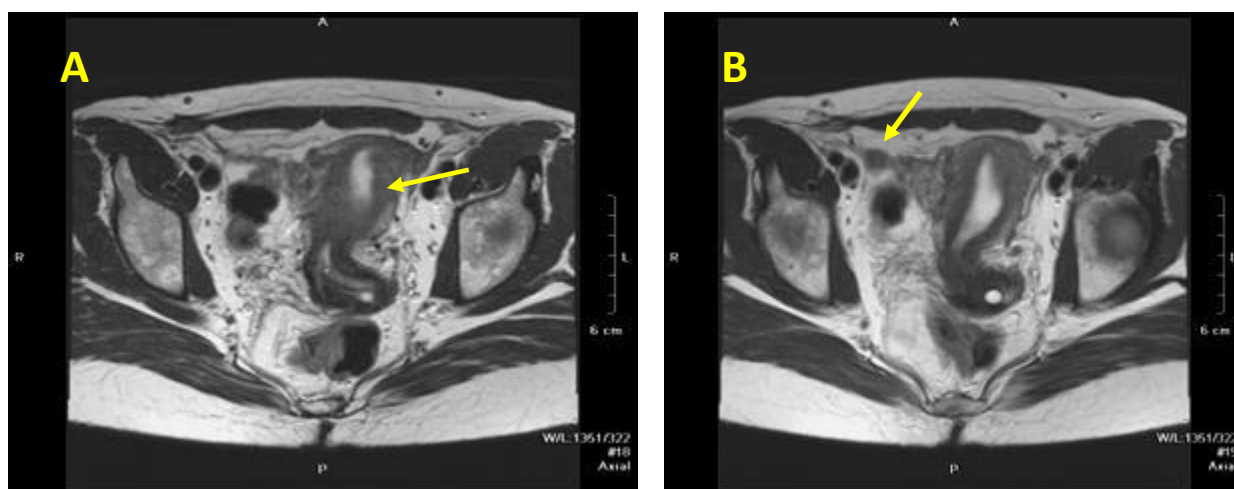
IRM, T2. UU poziționat paramedian pe stângă (A), cornul uterin rudimentar necavitar noncomunicant pe dreapta fără anatomie zonală normală (B)
